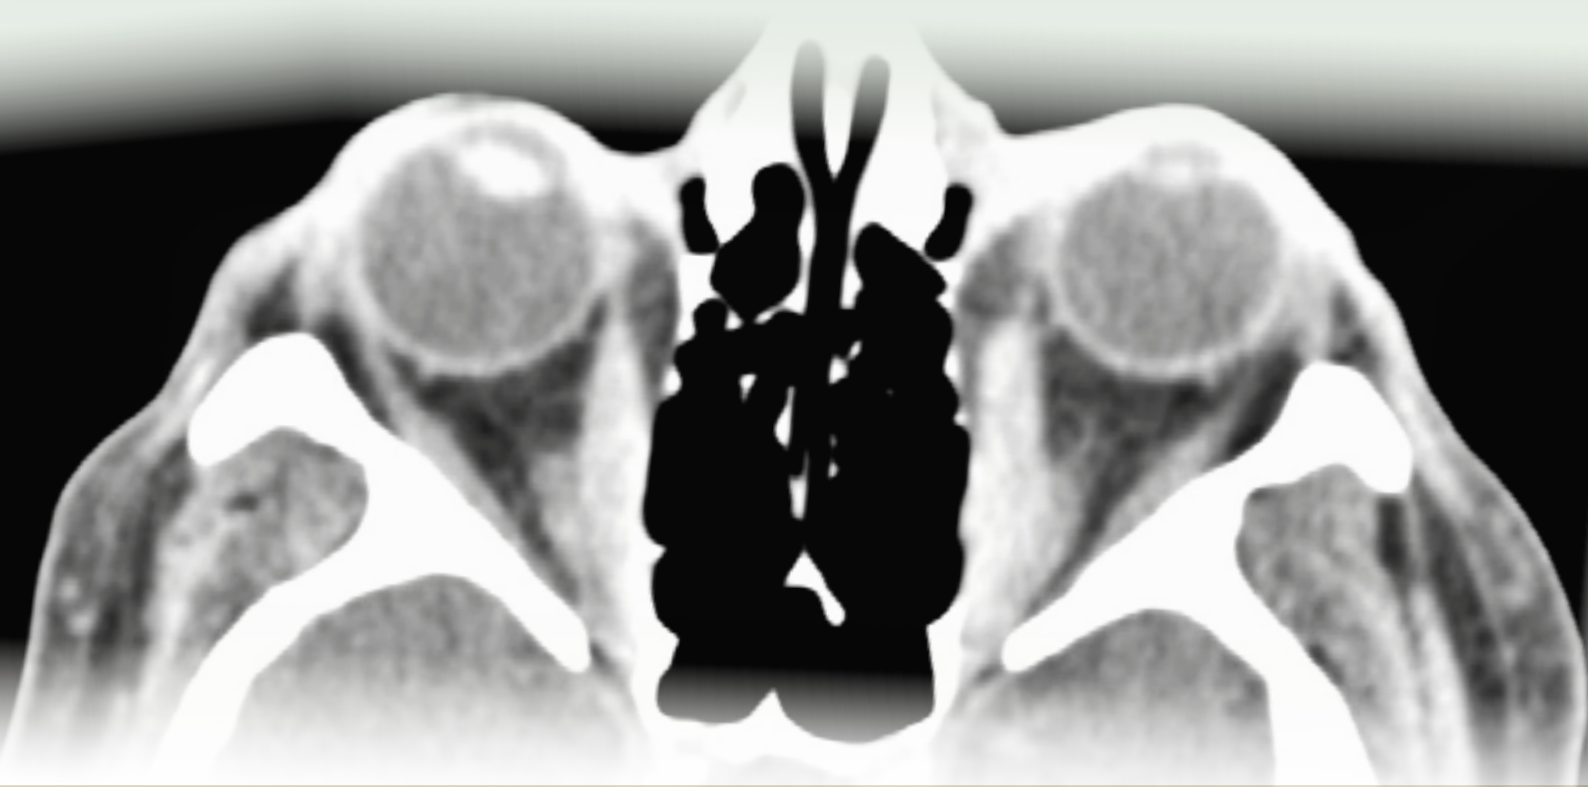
CT-Aufnahme vor linksseitiger knöcherner Orbitadekompression. a. Koronarer Schnitt: rechts < links zeigt sich eine massive Schwellung der Augenmuskeln, die zu einer Kompression des linken N. Optikus in der Orbitaspitze führt. b. Transversaler Schnitt: insbesondere der M. rectus medialis ist stark verdickt.
